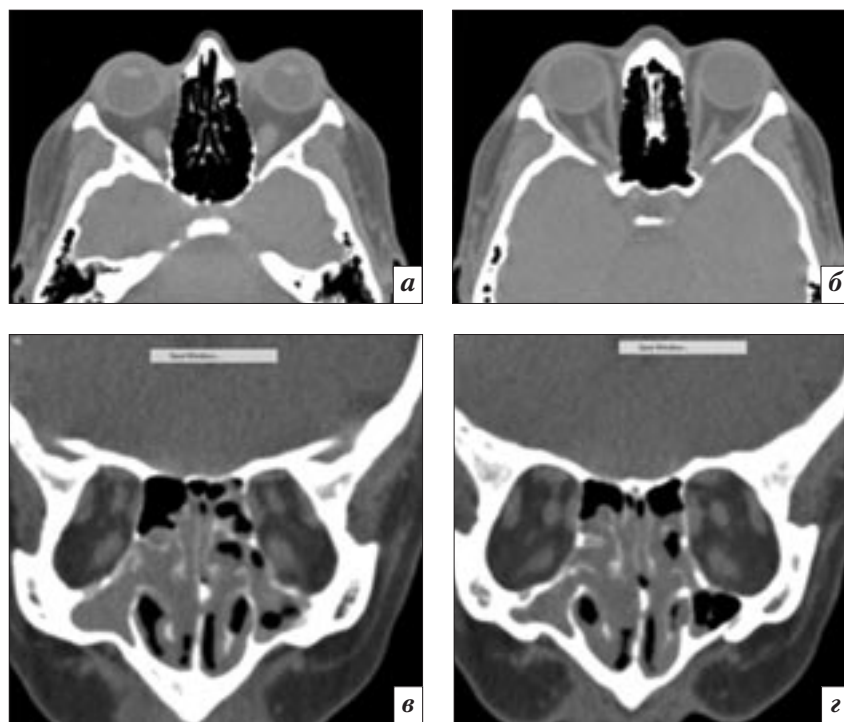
Компьютерные томограммы орбит пациента, аксиальная (а, б) и фронтальная (в, г) проекции: переход ТЭ в отечный. Наблюдается небольшое утолщение ЭОМ
